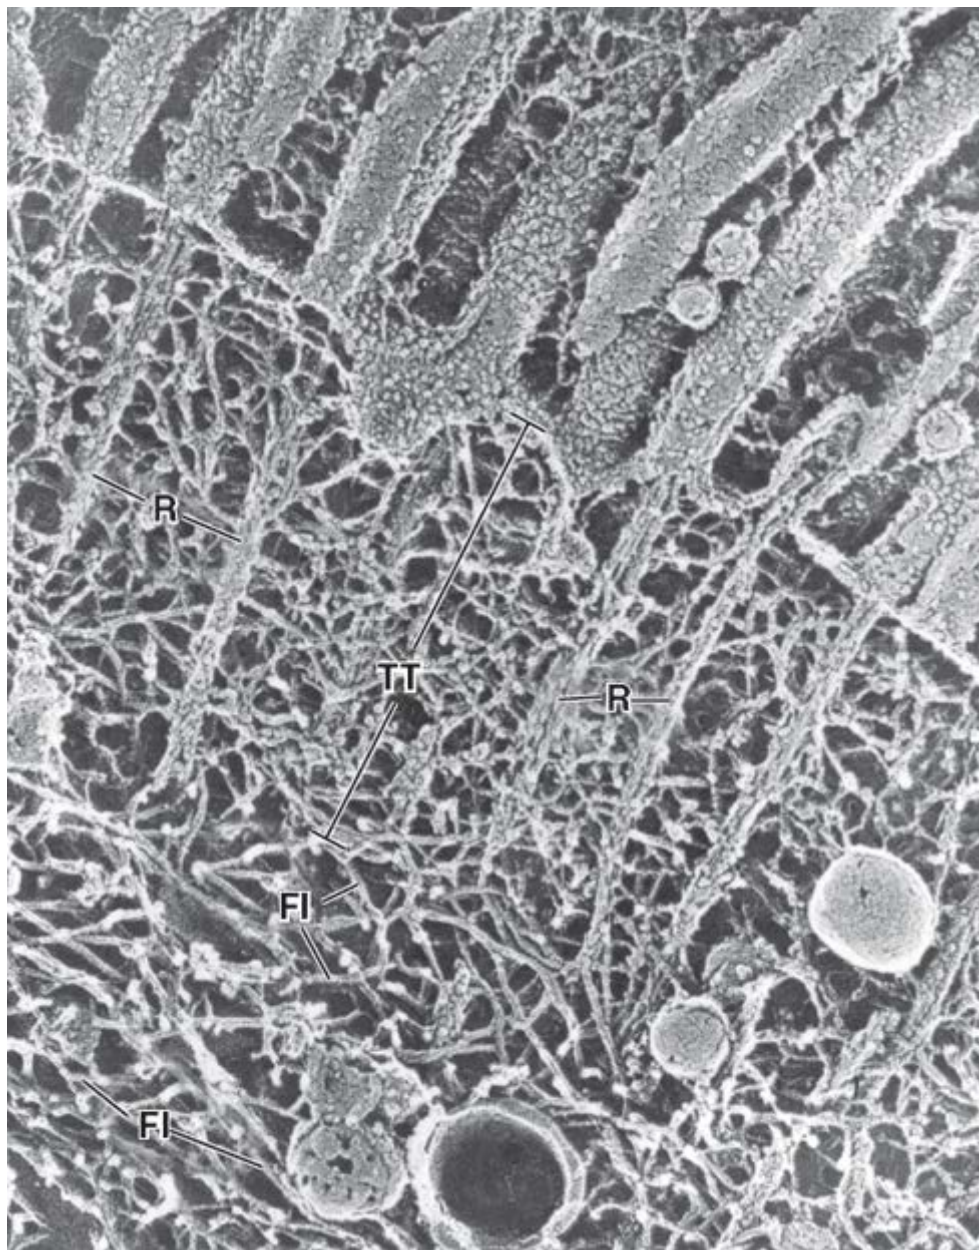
Eletromicrografia da parte apical de uma célula epitelial, demonstrando os filamentos intermediários. Esta eletromicrografia, obtida usando a técnica de *deep-etch* e congelamento rápido, mostra a trama terminal (TT) de uma célula epitelial e os filamentos intermediários (FI) subjacentes. Os núcleos ou radículas (R) dos filamentos de actina retos e longos que se estendem a partir das microvilosidades apresentam ligação cruzada por uma densa rede de filamentos de actina contendo numerosas proteínas ligantes da actina. A rede de filamentos intermediários pode ser observada abaixo da trama terminal ancorando os filamentos de actina das microvilosidades. 47.000×. (Reimpressa, com autorização, de Hirokawa N, Keller TC 3rd, Chasan R, Mooseker MS. Mechanism of brush border contractility studied by the quick-freeze, deep-etch method. *J Cell Biol* 1983; 96:1325-1335.)
